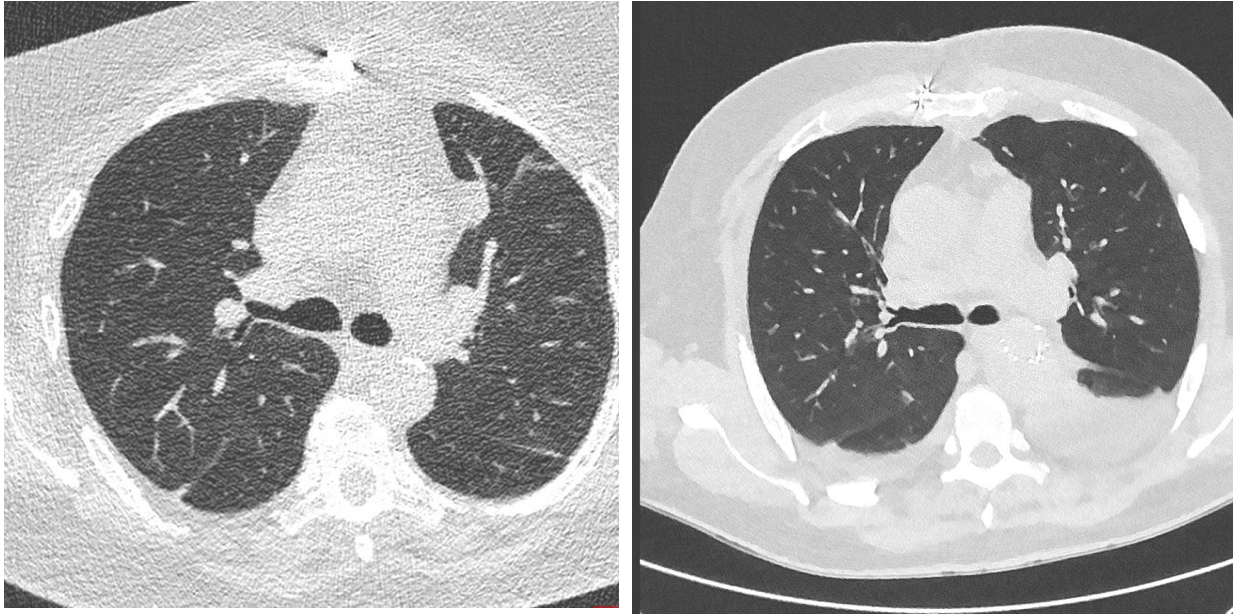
КТ-изображения в легочном окне, полученные на стандартном и низкодозовых протоколах с применением реконструкций iDose и IMR для пациентов с нормальной и избыточной массой тела (и/б 2948/C2020, и/б 14994/C2019, и/б 20831/C2019, и/б 27283/C2021, и/б 26902/C2019, и/б 415/C2019)
